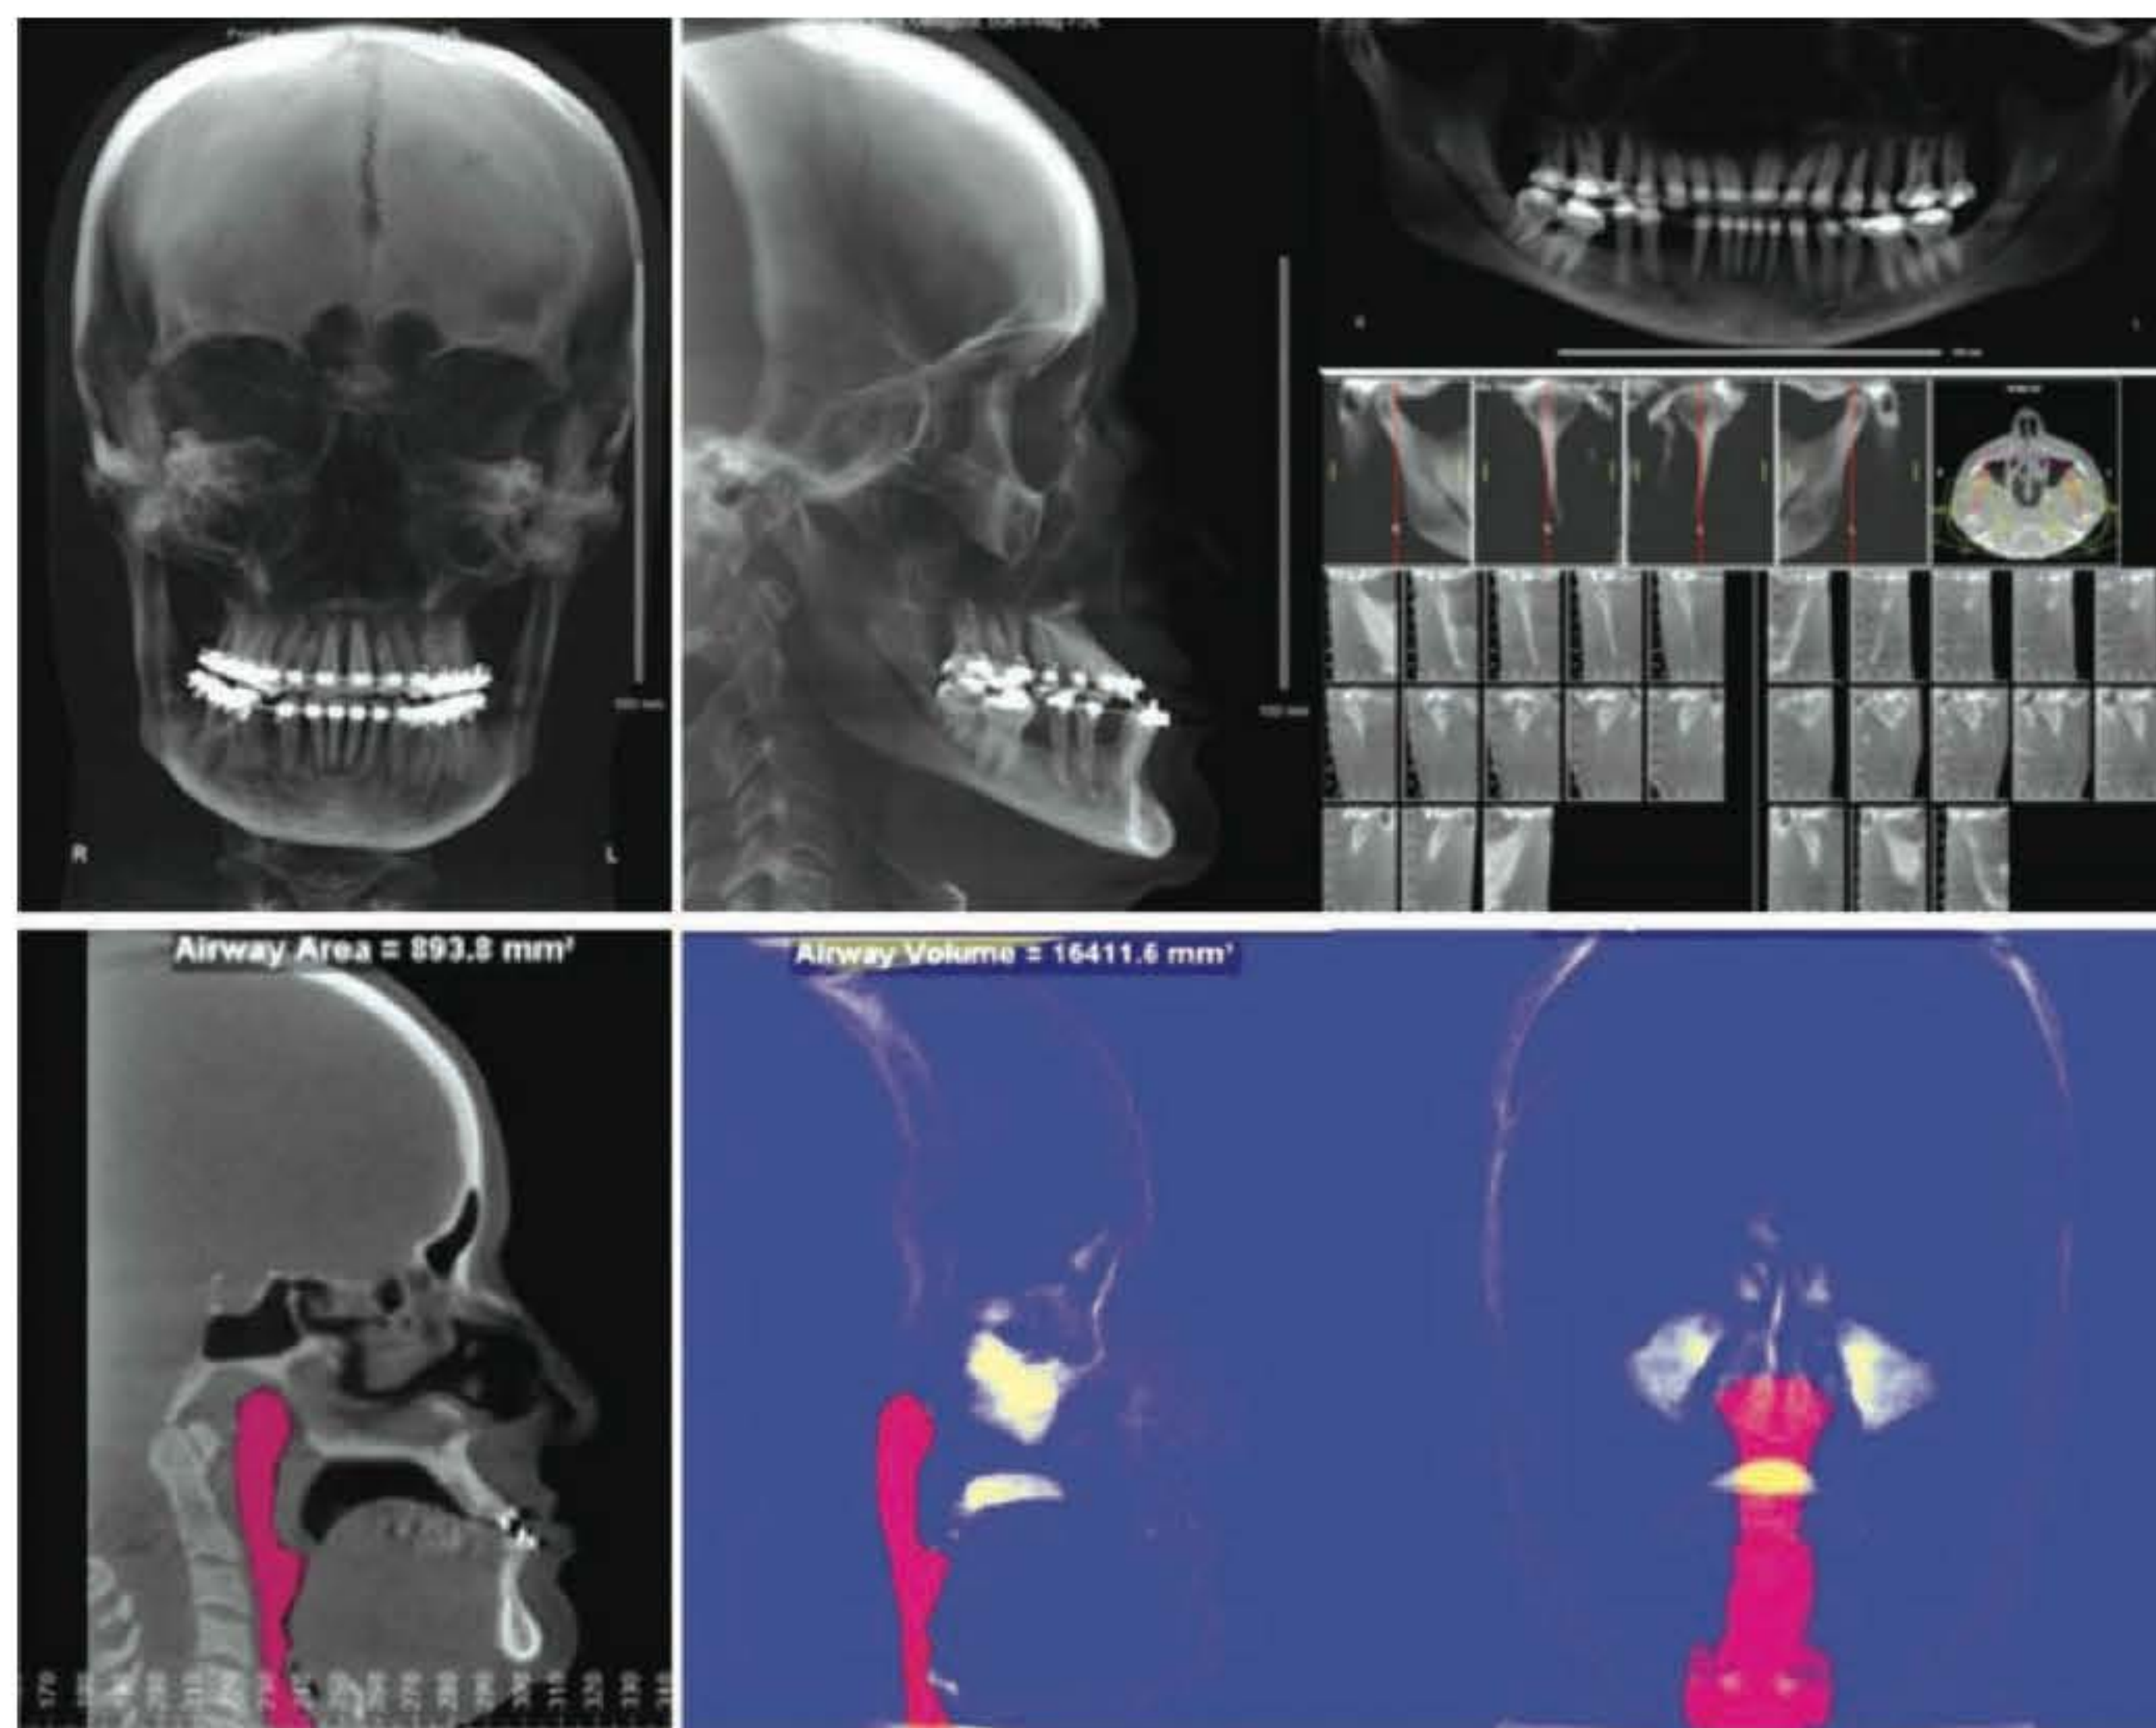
► Documentação radiológica da face, composta de radiografias em normas lateral, frontal e panorâmica de mandíbula. Radiografias das ATM e avaliações dos volumes de vias respiratórias também podem ser obtidas por meio de imagens adquiridas em tomografias computadorizadas.
